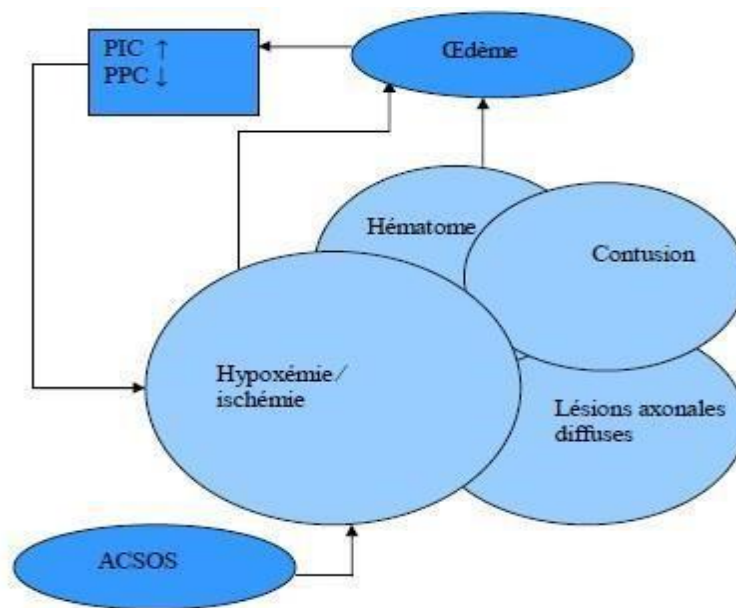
Physiopathologie de l'ischémie cérébrale au cours du TC [37]
